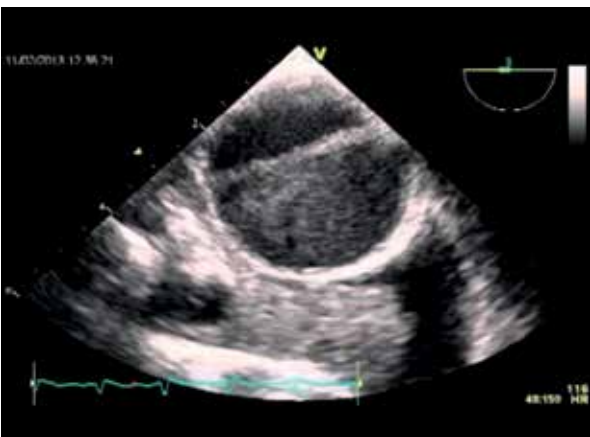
Ecocardiograma transesofágico demonstrando lâmina de dissecção na aorta ascendente.
